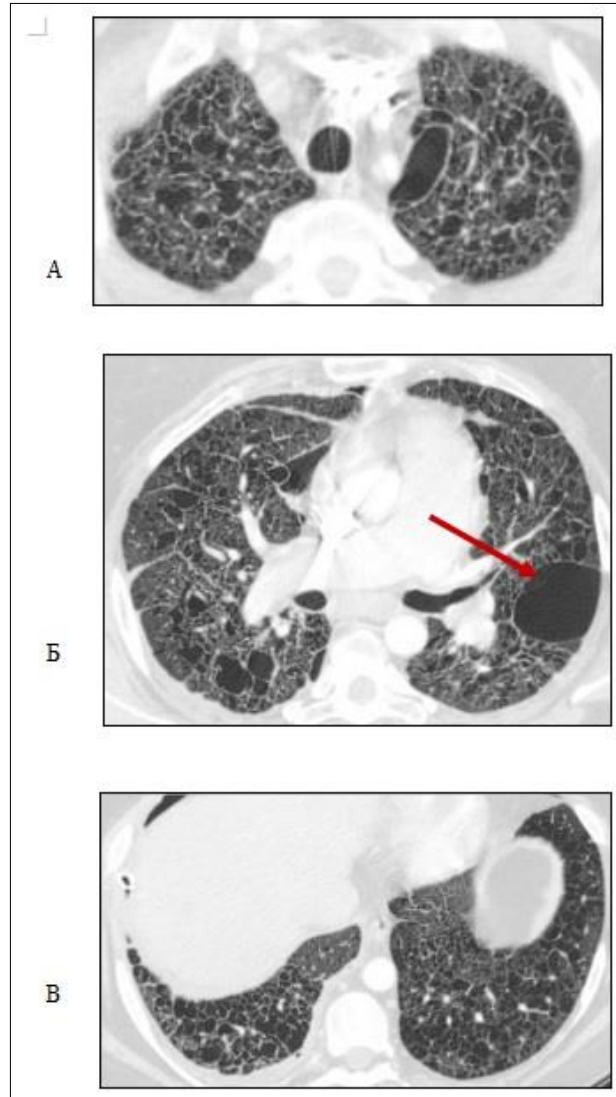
Серия компьютерных томограмм больной Т., 1979 года рождения от 22.05.2013 г. Отрицательная КТ-динамика в виде увеличения количества и размеров воздухосодержащих полостей в легких. Фиброзные изменения, выраженные изменения в базальных отделах (реберно-диафрагмальных синусах). Ограниченный пневмоторакс слева (указан стрелкой)
